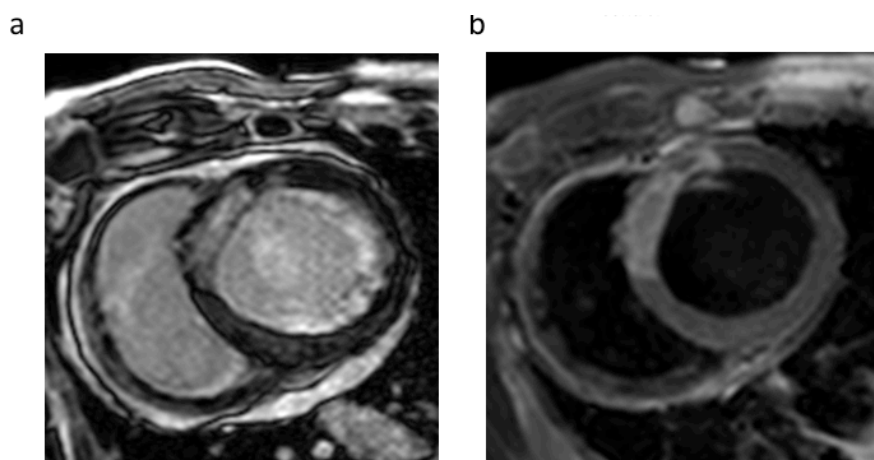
Determinación del tamaño de infarto y área en riesgo por RM. (a) Imagen representativa del eje corto obtenida por RM mostrando el realce tardío de gadolinio (área clara) una semana post-I/R para la medida del tamaño de infarto del VI. (b) Imagen representativa del eje corto de secuencias ponderadas en T2 por RM para la medida del área en riesgo del miocardio. Estas imágenes permiten la medida del edema miocárdico (área clara) que representa la zona de miocardio en riesgo.
